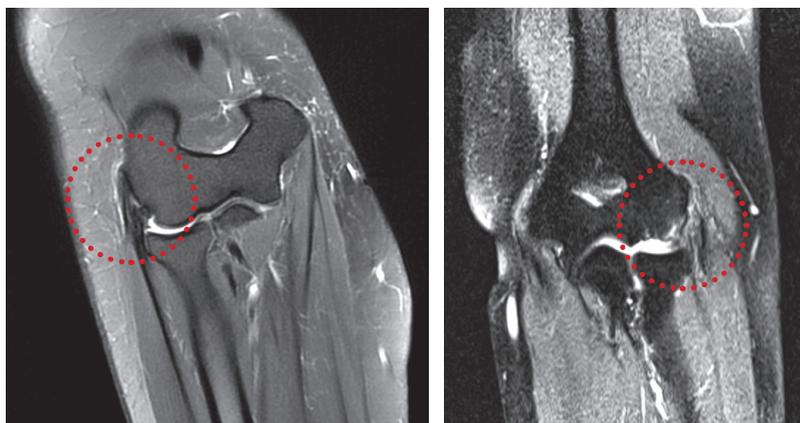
МРТ локтевого сустава с признаками латерального эпикондилита локтевого сустава. Красным штрихом выделено поврежденное сухожилие короткого лучевого разгибателя запястья
